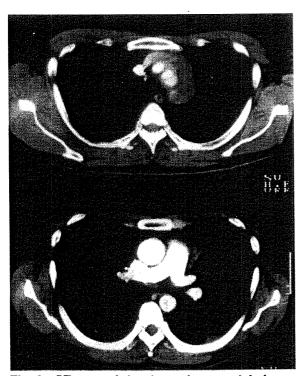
CT scan of the chest after arterial chemotherapy showed marked decrease in the size of tumor.
